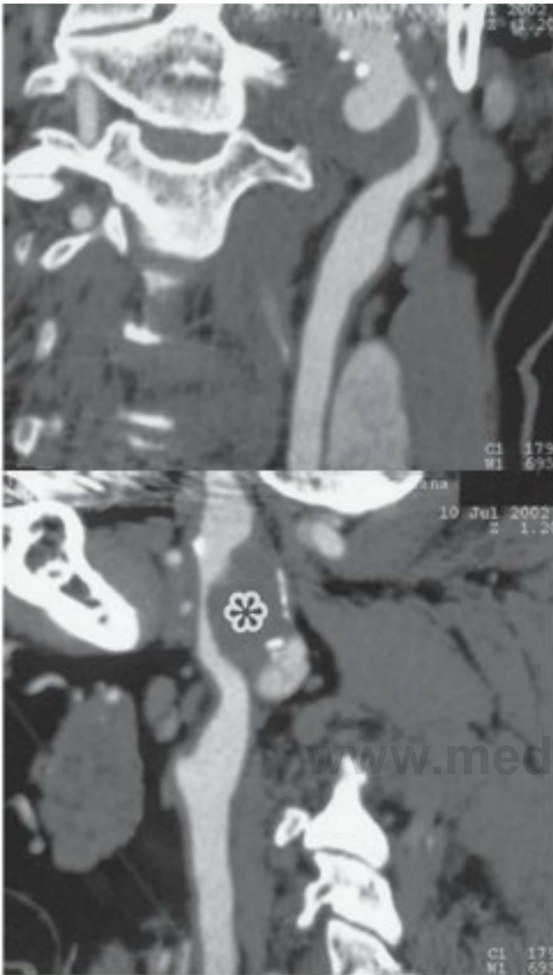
9 Después de la administración intravenosa de contraste yodado, se han obtenido imágenes de TC espiral empleando colimación de 1,3 mm e intervalos de reconstrucción de imagen de 0,5 mm. Se observa un pseudoaneurisma de la arteria carótida interna izquierda. Este pseudoaneurisma mide 1,9 X 2,9 cm en sus dimensiones axiales mayores. Hay una calcificación en la pared del aneurisma. Existe un trombo mural extenso de forma que la luz del aneurisma que contiene contraste mide 12,5 X 10,7 mm (*). La arteria carótida interna está estrechada de forma importante inmediatamente proximal a su entrada en el aneurisma.
